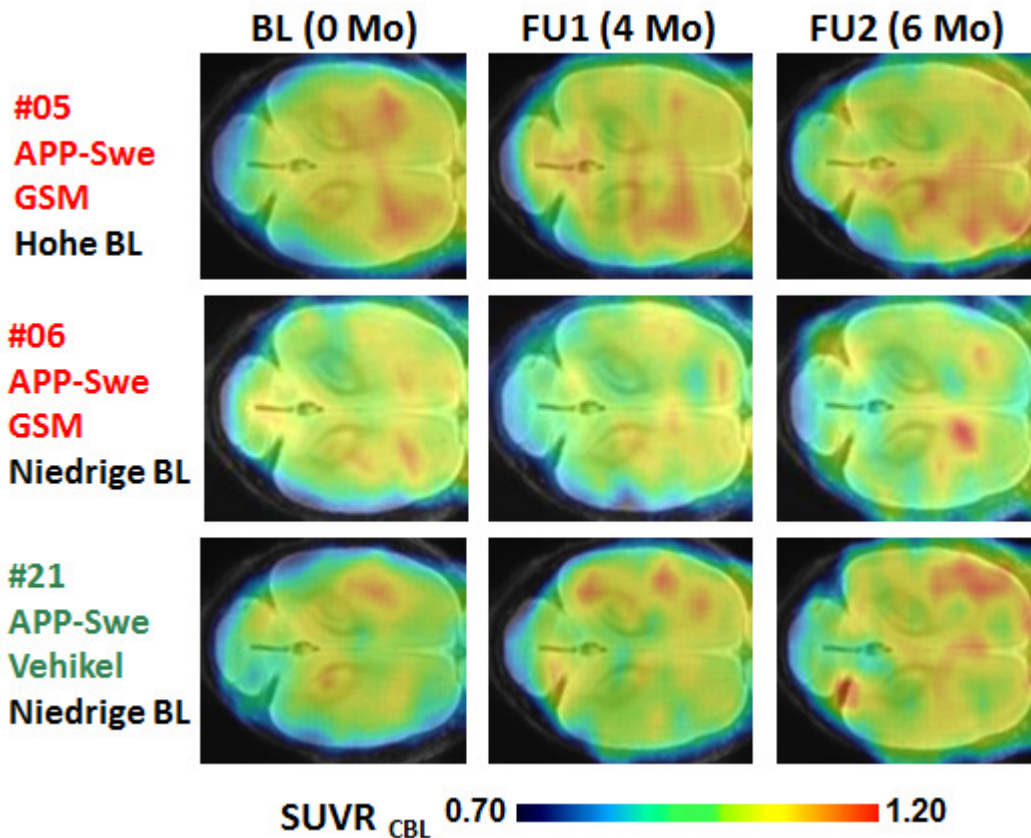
Axiale PET-Bilder (auf MRT Atlas fusioniert) von Maus 05, 06 und 21 als Beispieltiere zu den drei unterschiedlichen Scanzeitpunkten
